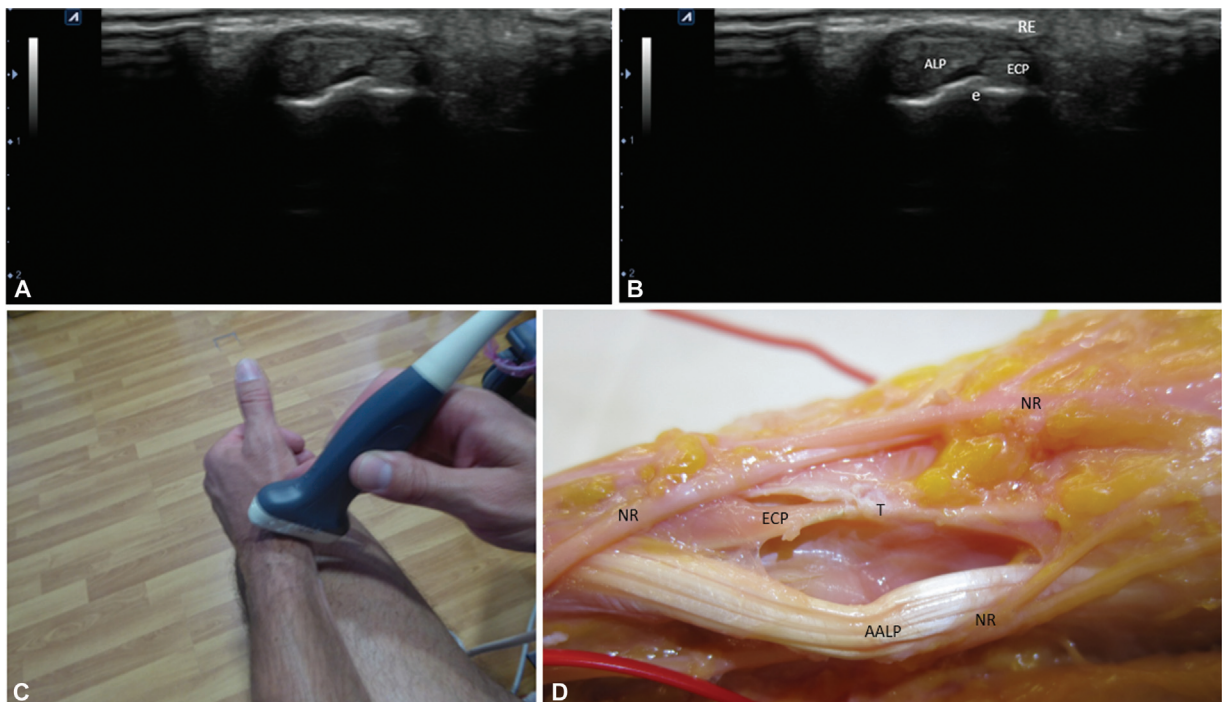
(A, B, C, D) Primer compartimento extensor. Sonda de ultrasonido axial que muestra un primer compartimento extensor con un tabique intercompartimental y correlación con la disección anatómica.
